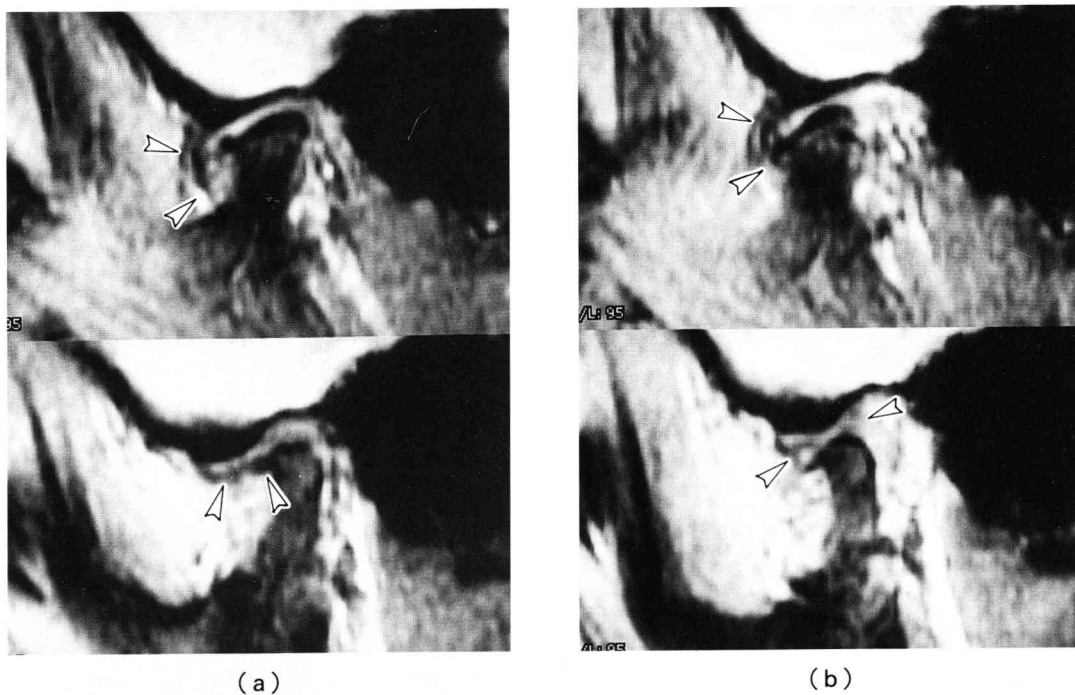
Sagittal MR image confirms degenerative joint disease of the right condyle in a 17- year-old girl. The length of the right condyle is shorter than that of the left condyle. The disk is displaced anteriorly to the condyle in both closing (a) and opening (b) position (arrow heads).
